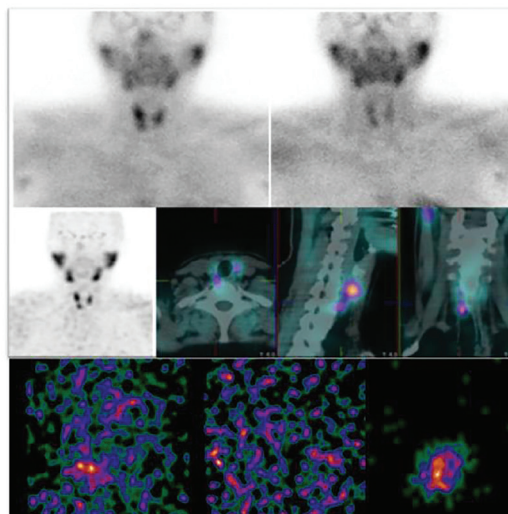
Paciente con hiperparatiroidismo recurrente. Fila superior: Gammagrafía de doble fase con  $^{99m}\text{Tc}$ -MIBI: foco patológico del trazador de localización inferior derecha en la imagen precoc, que sufre un lavado rápido en la imagen tardía. Fila media: SPECT-CT precoz con  $^{99m}\text{Tc}$ -MIBI (de izquierda a derecha): imagen MIP, donde se confirma un foco de actividad inferior derecho; cortes axial, sagital y coronal, donde se aprecia una localización ectópica paraesofágica derecha del adenoma. Fila inferior (de izquierda a derecha): Imágenes de la gammacámara portátil: en la primera imagen un foco patológico del trazador inferior derecho, en la segunda lecho tras la extirpación, y en la tercera paratiroides *ex vivo*.
